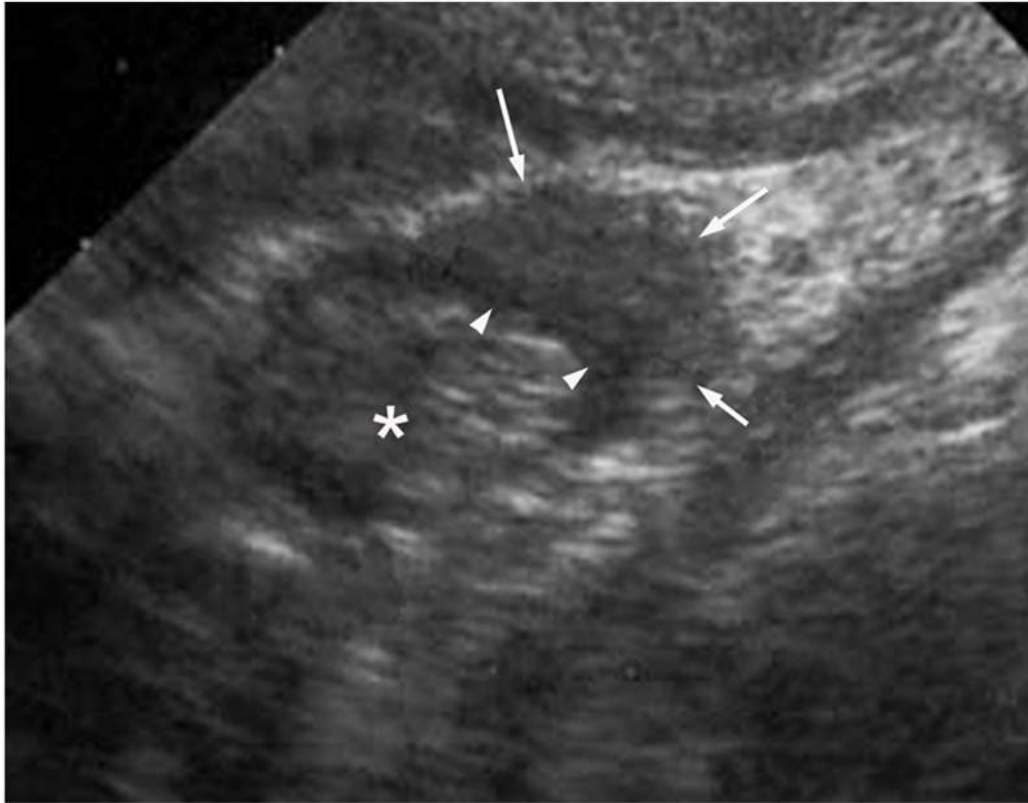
Échographie endo-vaginale chez une femme porteuse d'une endométriose sigmoïdienne (*).
